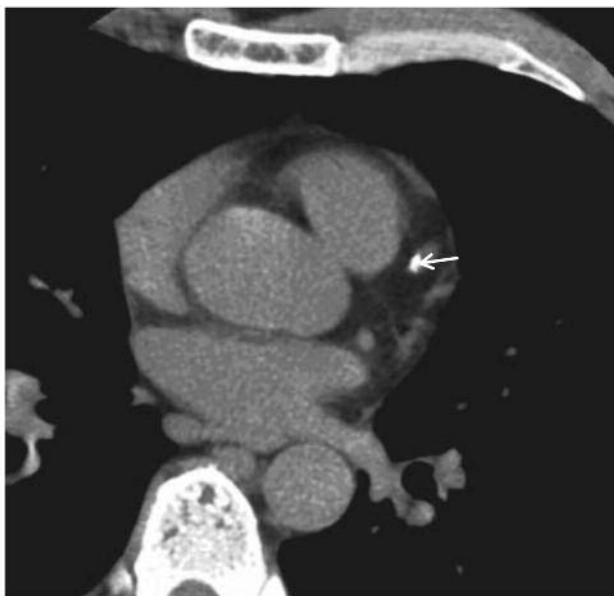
МСКТ серця. У передній міжшлуночковій гілці лівої коронарної артерії виявлено атеросклеротичну бляшку (показано стрілкою)
